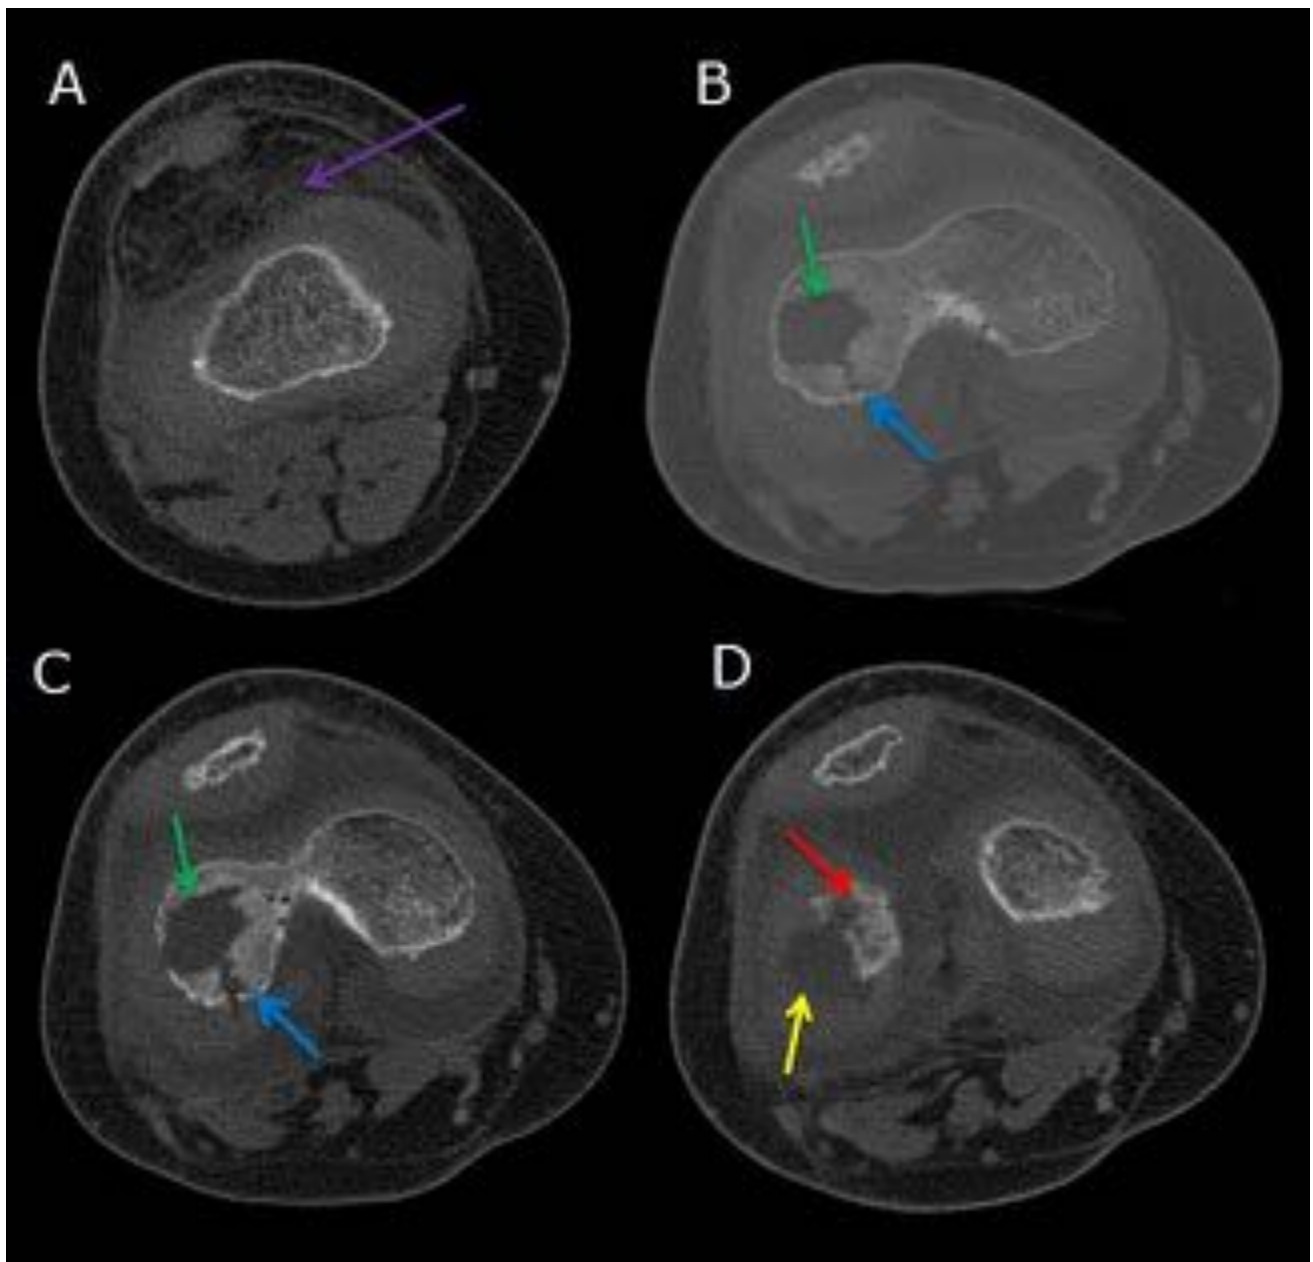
TC de rodilla sin contraste i.v. Lesión lítica en cóndilo femoral externo con aumento de densidad ósea alrededor de la cavidad [Flecha verde en B y C] y destrucción de la cortical inferolateral [Flecha roja en D] comunicando con una colección hipodensa/absceso [Flecha amarilla en D] (OM subaguda). Trayecto hipodenso que erosiona cortical y periosteo hasta partes blandas (cloaca) [Flecha azul en B y C]. Infiltración de la grasa [Flecha purpura en A].
